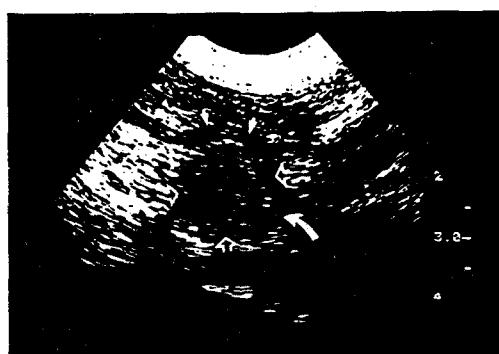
횡단 초음파상으로 체장부위에서 1.2cm 크기의 구형의 매스(옅은 화살표)를 볼 수 있다. 매스는 문맥(굵은 화살표)과 함입된 위벽(작은 화살표) 사이에 위치한다. 조직학적 진단: 체장암.
